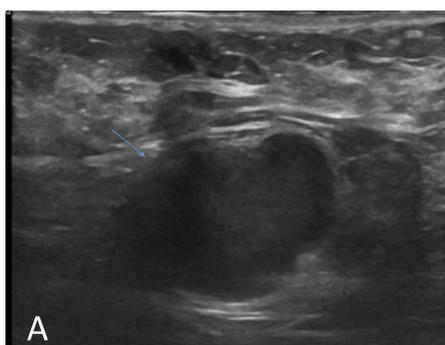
ganglio axilar derecho en nivel 1 de Berg sospechoso de malignidad (UN 5 de la clasificación de Amonkar) en ecografía de estadificación en paciente con BIRADS 5 en MI (flecha azul)
